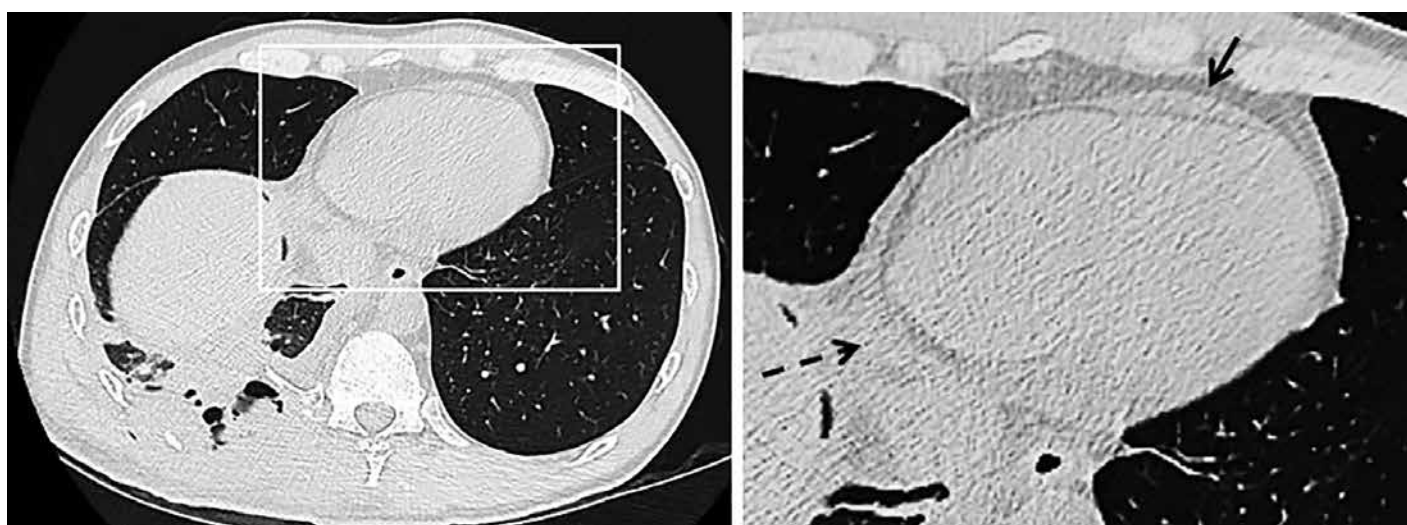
Четвертые сутки после МВ проникающего слепого ранения грудной полости. Ушиб нижней доли правого лёгкого с наличием вторичных снарядов (костные отломки) и пневматоцеле, правосторонний гемоторакс. Ограниченный гемоперикард. На КТ, выполненных по обычной программе исследования, определяются отек перикарда и субперикардиальной жировой прослойки распространяющаяся по всей его окружности. В переднем отделе полости перикарда определяется ограниченное локальные скопление крови, максимальная толщина скопления 6 мм (стрелка), аналогичное скопление крови имеется в заднем отделе перикарда (пунктирная стрелка).
